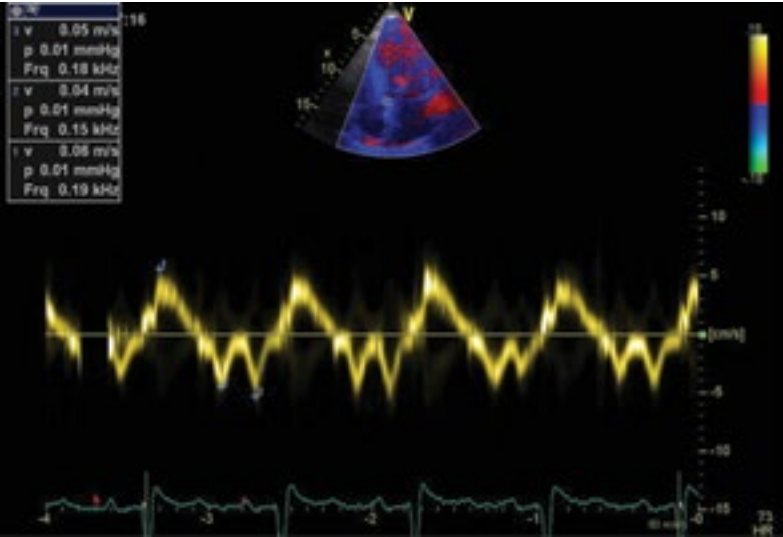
Doppler tisular, pulsat, la nivelul inelului mitral, septal: scăderea vitezelor sistolică (S') și diastolică (E'), la un pacient cu amiloidoză cardiacă si CMR.
